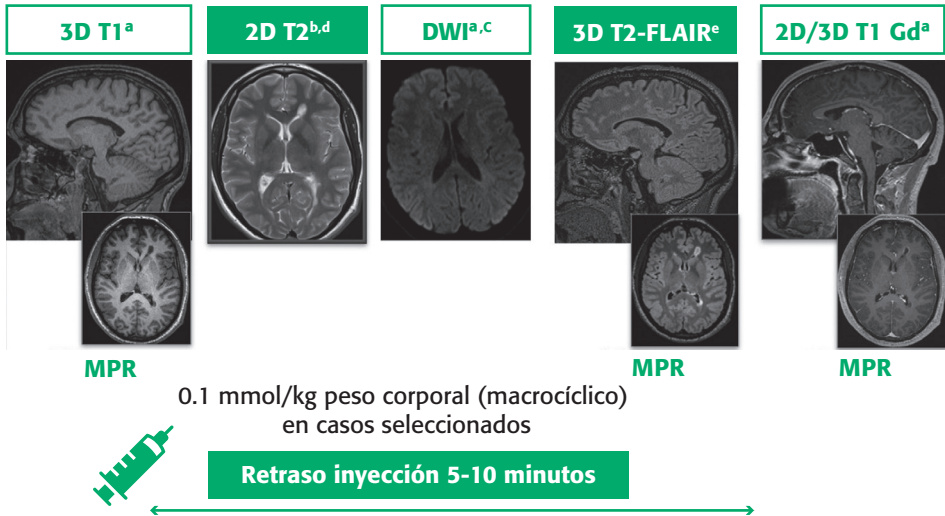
Protocolo básico de RM cerebral en el diagnóstico y seguimiento de la esclerosis múltiple. Resolución espacial: secuencias 3D 1 × 1 × 1 mm (reconstrucción multiplanar 3 mm); secuencias 2D: 1 × 1 × 3 mm.
